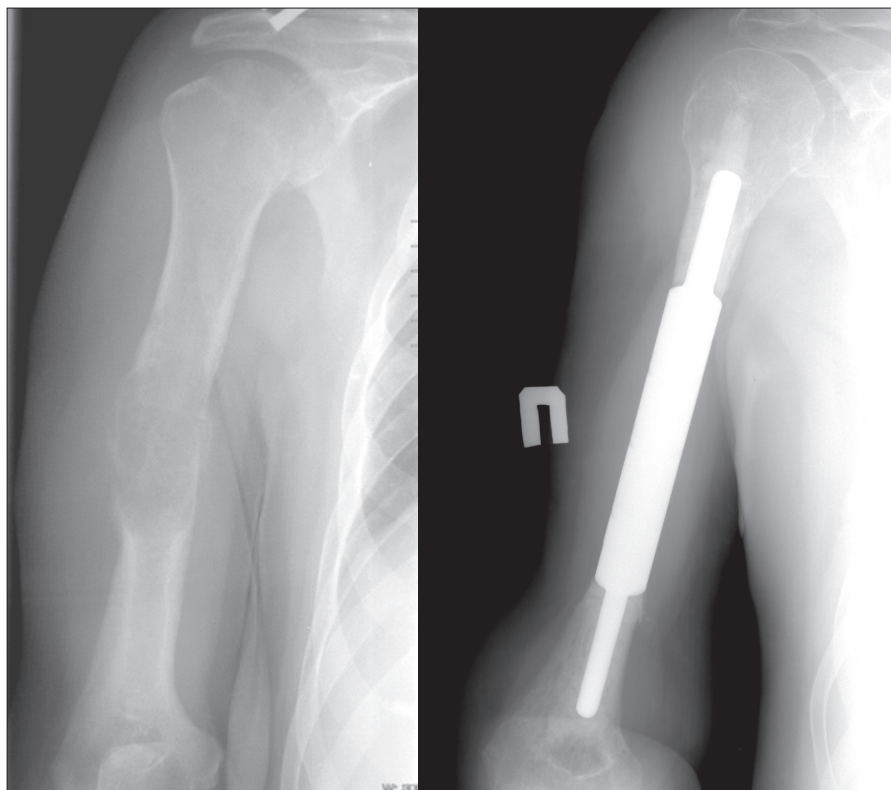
Рентгенограммы до и после операции
